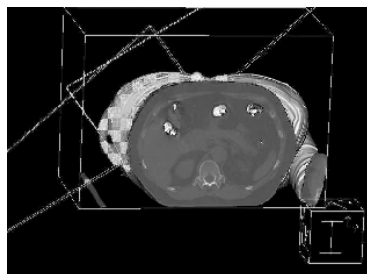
Paciente sobre um sistema imobilizador de vácuo no momento da Tomografia Computadorizada (CT). O paciente deve estar na mesma posição de tratamento quando um "boost" for utilizado.
